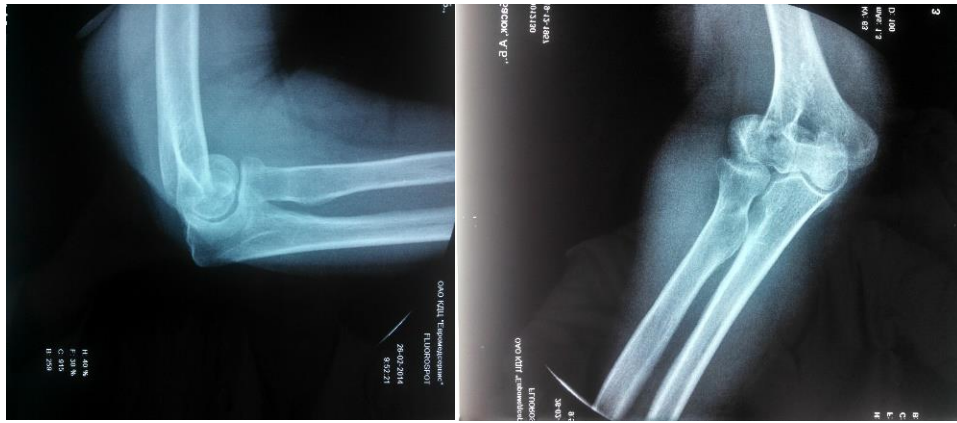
Рентгенограммы левого локтевого сустава больной Б.
